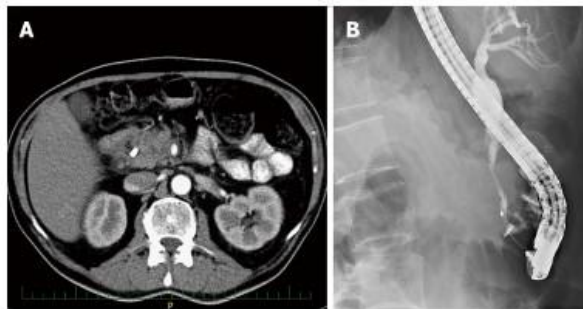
Imaging findings in a patient with autoimmune pancreatitis + pancreatic cancer. A: Hypodense lesion in the pancreatic head with a common bile duct (CBD) stent on computed tomography; B: Distal CBD stricture on endoscopic retrograde cholangio-pancreatography.
